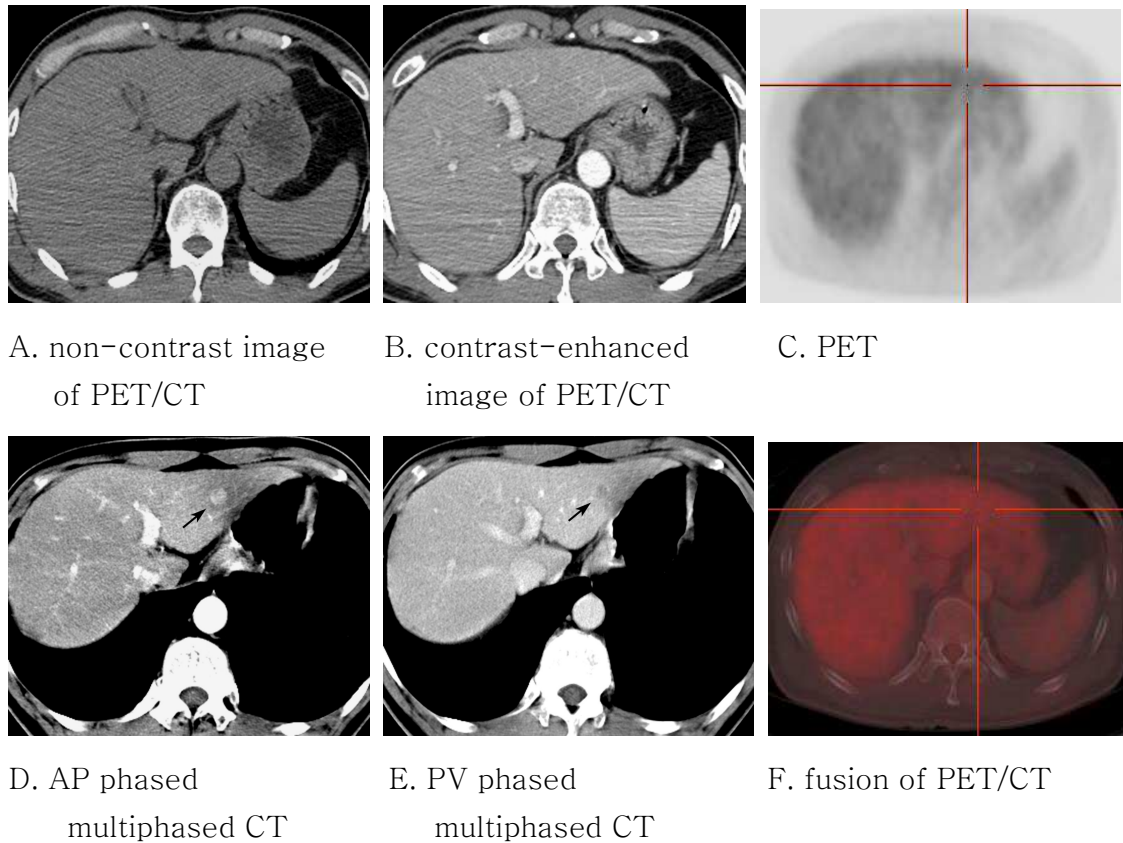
Missed single nodular HCC (1.2 cm) on all image components, NCCT, CECT, and PET of PET/CT.
